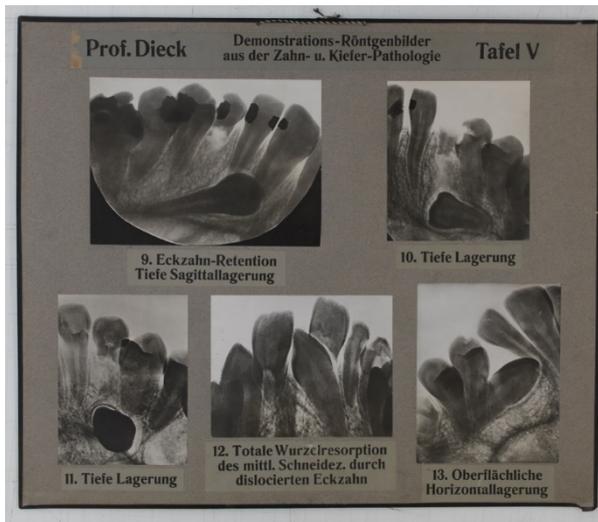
Röntgentafel LT 78¹
